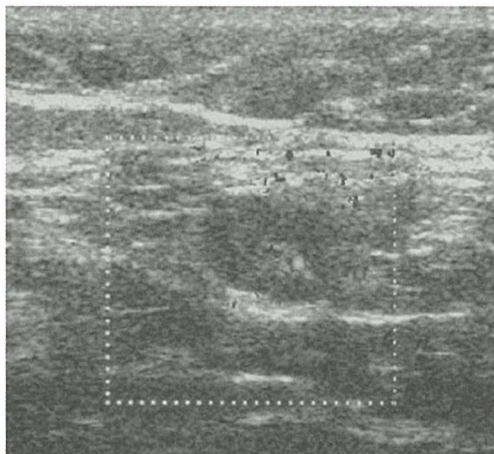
UZ dopplerski prikaz normalne- centralne ali hilarne prekrvavitve bezgavke.
